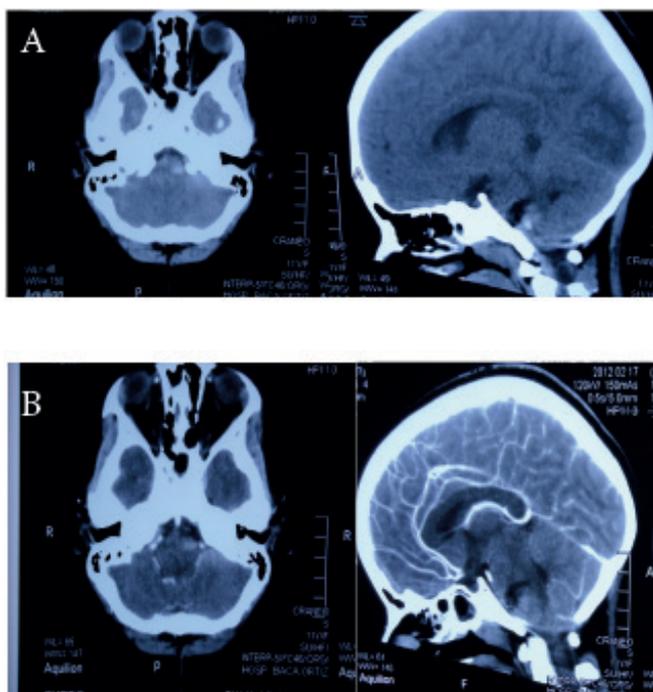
TAC Simple (A)/Contrastada (B) donde se aprecia lesión hemorrágica a nivel de tronco cerebral de +/- 2 cm de diámetro, se sugiere IRM
